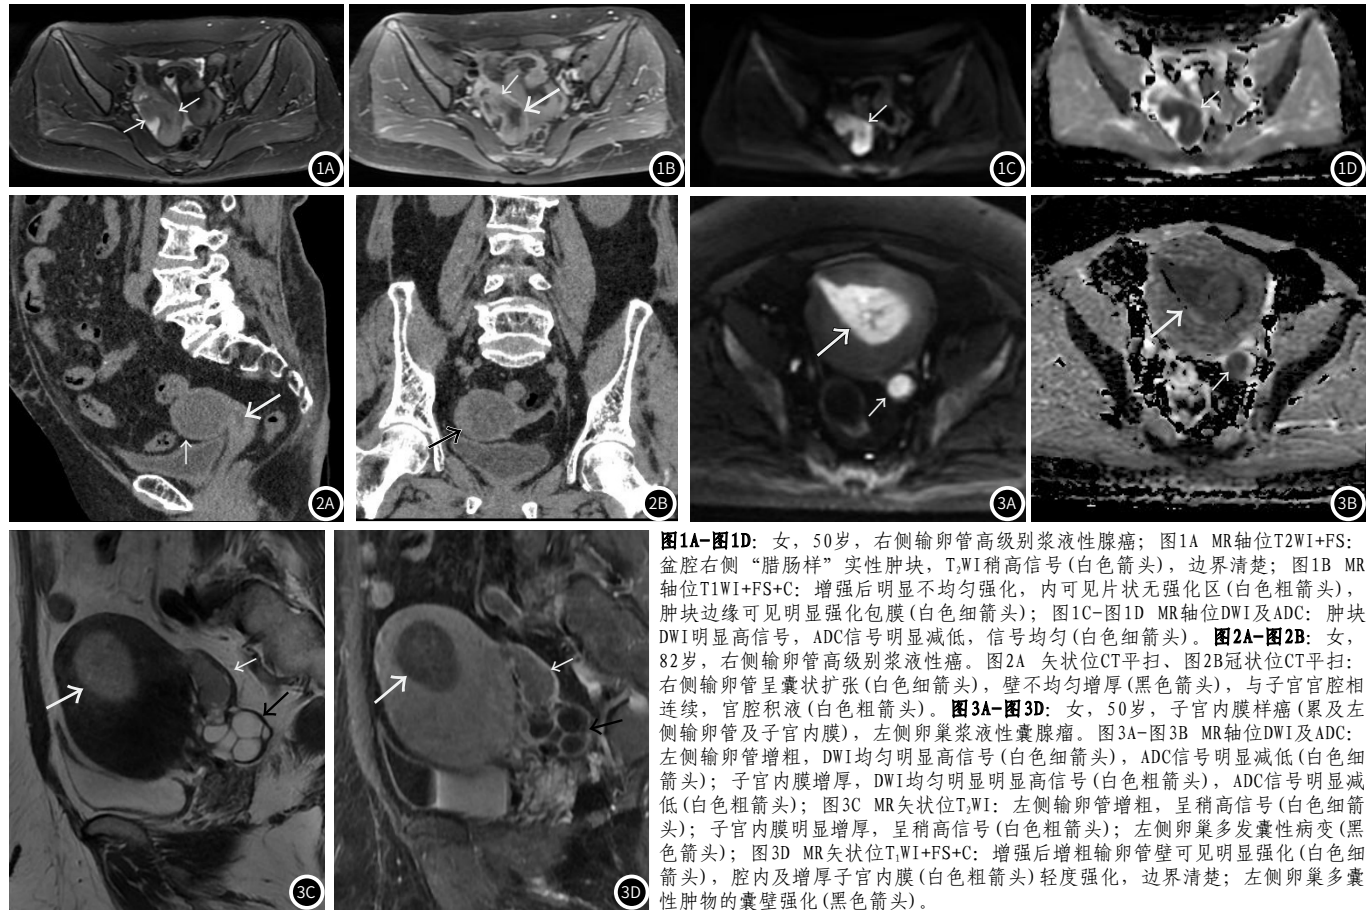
~图1D: 女，50岁，右侧输卵管高级别浆液性腺癌；图1A MR轴位T2WI+FS: 盆腔右侧“腊肠样”实性肿块，T₂WI稍高信号(白色箭头)，边界清楚；图1B MR轴位T1WI+FS+C: 增强后明显不均匀强化，内可见片状无强化区(白色粗箭头)，肿块边缘可见明显强化包膜(白色细箭头)；图1C~图1D MR轴位DWI及ADC: 肿块DWI明显高信号，ADC信号明显减低，信号均匀(白色细箭头)。图2A~图2B: 女，82岁，右侧输卵管高级别浆液性癌。图2A 矢状位CT平扫、图2B冠状位CT平扫: 右侧输卵管呈囊状扩张(白色细箭头)，壁不均匀增厚(黑色箭头)，与子宫宫腔相连续，宫腔积液(白色粗箭头)。图3A~图3D: 女，50岁，子宫内膜样癌(累及左侧输卵管及子宫内膜)，左侧卵巢浆液性囊腺瘤。图3A~图3B MR轴位DWI及ADC: 左侧输卵管增粗，DWI均匀明显高信号(白色细箭头)，ADC信号明显减低(白色细箭头)；子宫内膜增厚，DWI均匀明显高信号(白色粗箭头)，ADC信号明显减低(白色粗箭头)；图3C MR矢状位T₁WI: 左侧输卵管增粗，呈稍高信号(白色细箭头)；子宫内膜明显增厚，呈稍高信号(白色粗箭头)；左侧卵巢多发囊性病变(黑色箭头)；图3D MR矢状位T₁WI+FS+C: 增强后增粗输卵管壁可见明显强化(白色细箭头)，腔内及增厚子宫内膜(白色粗箭头)轻度强化，边界清楚；左侧卵巢多囊性肿物的囊壁强化(黑色箭头)。
